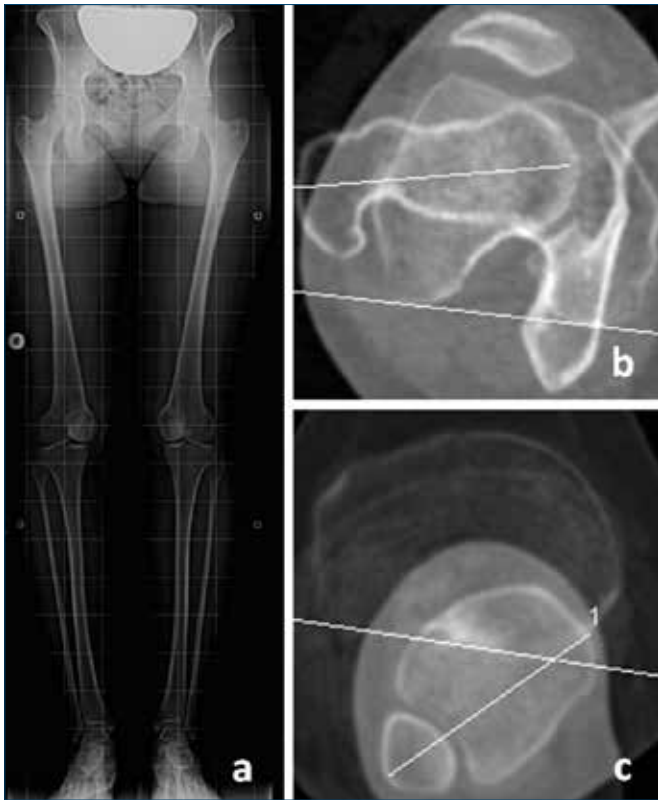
Programmazione preoperatoria di un caso di malallineamento rotatorio primitivo dell'arto inferiore: (a) RX arti inferiori; studio TC (b) femore e (c) tibia.
